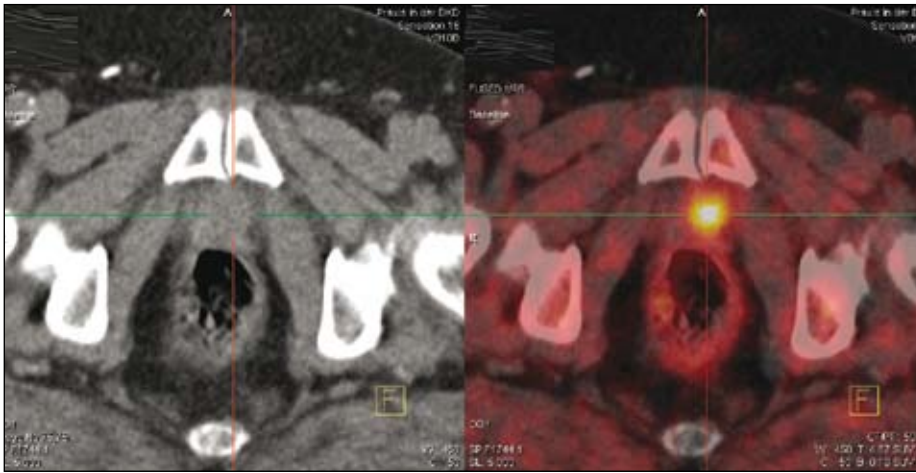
CT ; PET/CT: Lokalrezidiv eines Prostata-Karzinoms
